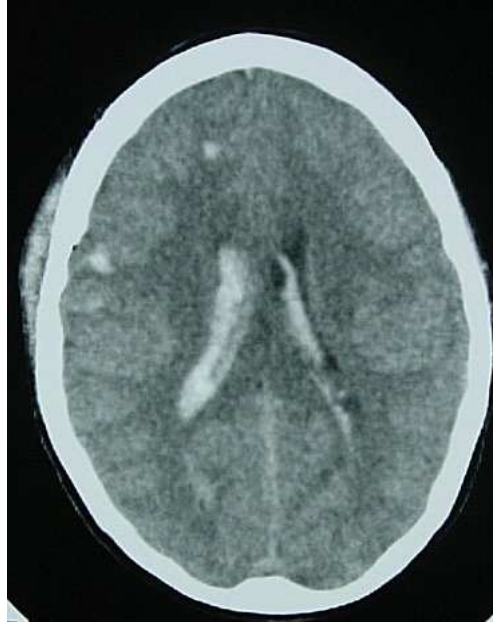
Corte tomografico mostrando LAD com hemorragia ventricular.
